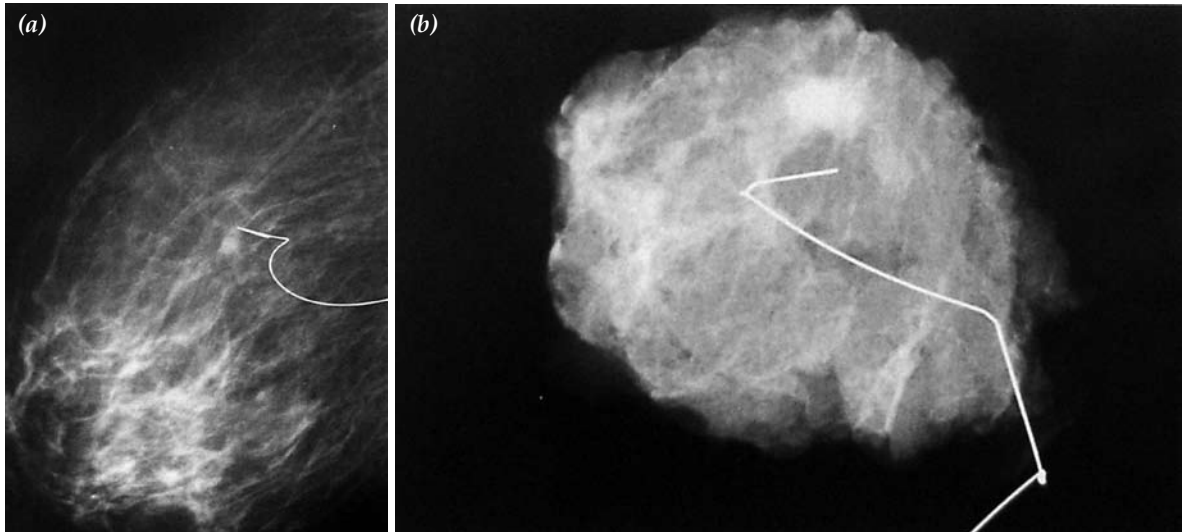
İnfiltratif duktal karsinoma olgusu. (a) Sol kraniokaudal mamogramda spikiiler kitle lezyonu, (b) spesmen radyografide lezyon gösterilmektedir.
